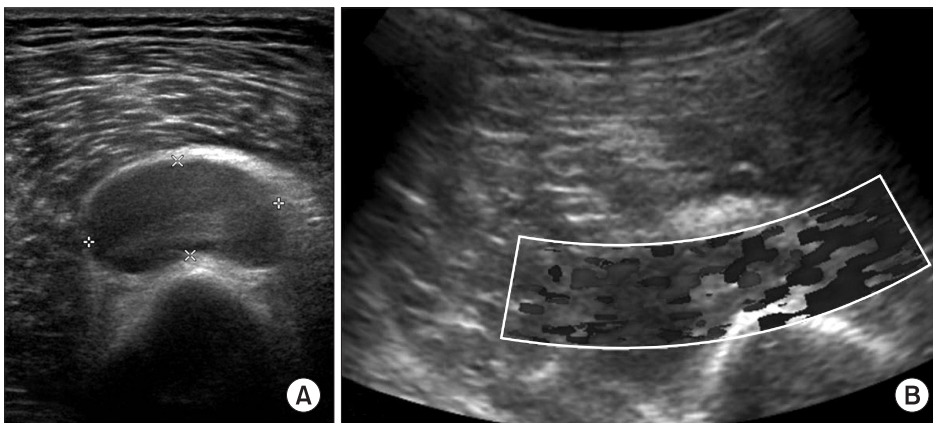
Ultrasonography of the left distal thigh showed an anechoic fluid collection like hematoma measuring 3.3×2.0×2.9 cm under the fascia of the vastus intermedius muscle (A) and turbulent blood flow in the hematoma (B).
